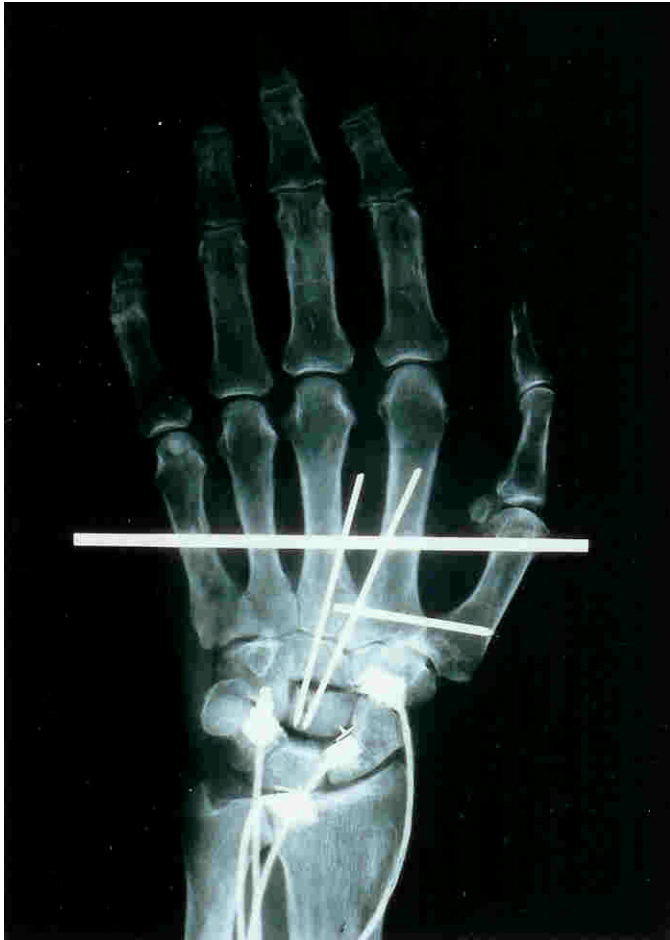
a.-p. Röntgenkontrolle Arm I nach Sensorimplantation
